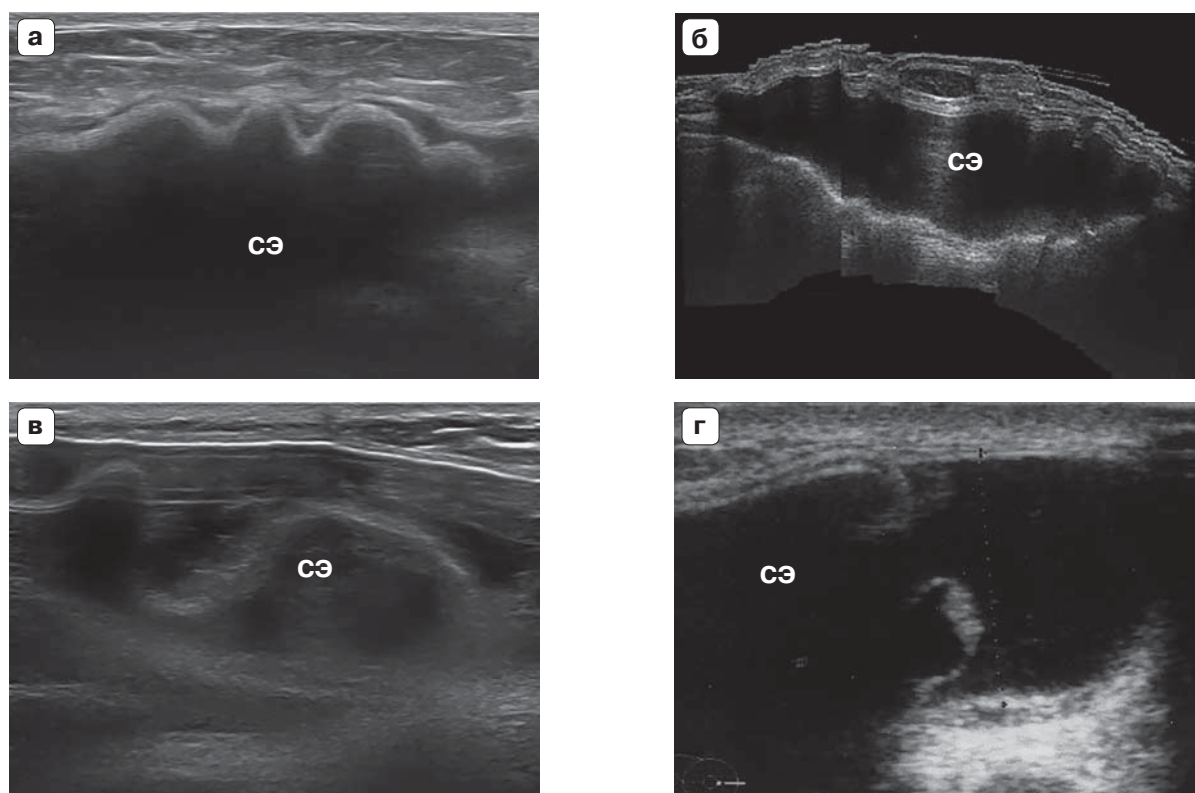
УЗИ молочных желез после аугментационной маммопластики силиконовыми эндопротезами (СЭ) [40]. Скопление жидкости вокруг силиконовых эндопротезов молочной железы. а, б – капсулярная контрактура. Изменена форма эндопротеза, но целостность его сохранена; в, г – внутренний разрыв силиконового эндопротеза молочной железы. Спавшийся эндопротез окружен собственным жидким содержимым.
